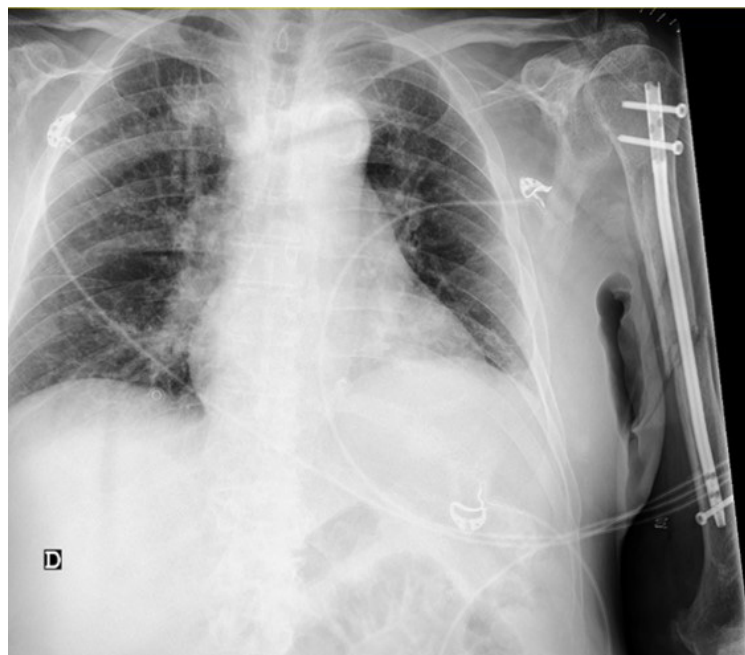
Radiografía de tórax post cirugía, donde se aprecia parálisis diafragmática izquierda.
